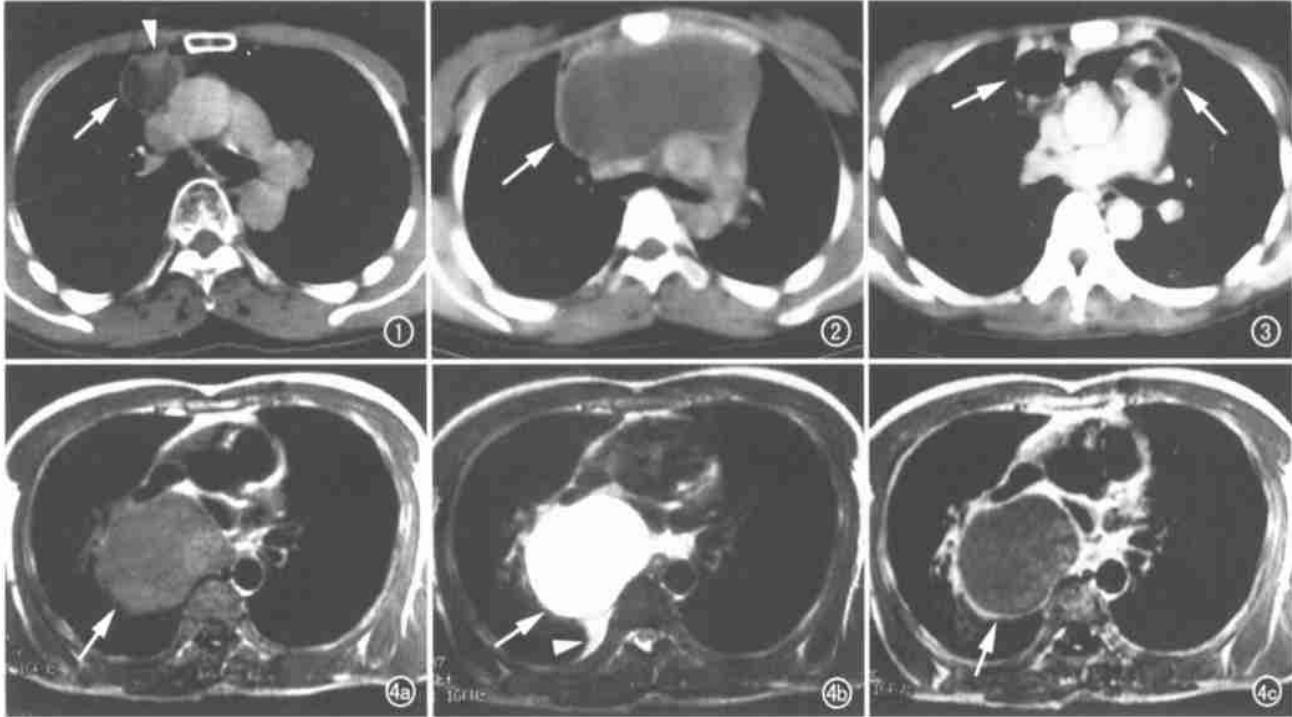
胸腺囊肿。CT 示病变位于前纵隔胸骨后区, 呈圆形水样密度, 囊壁薄(箭), 边缘光滑, 囊内壁见小结节影(箭头)。
